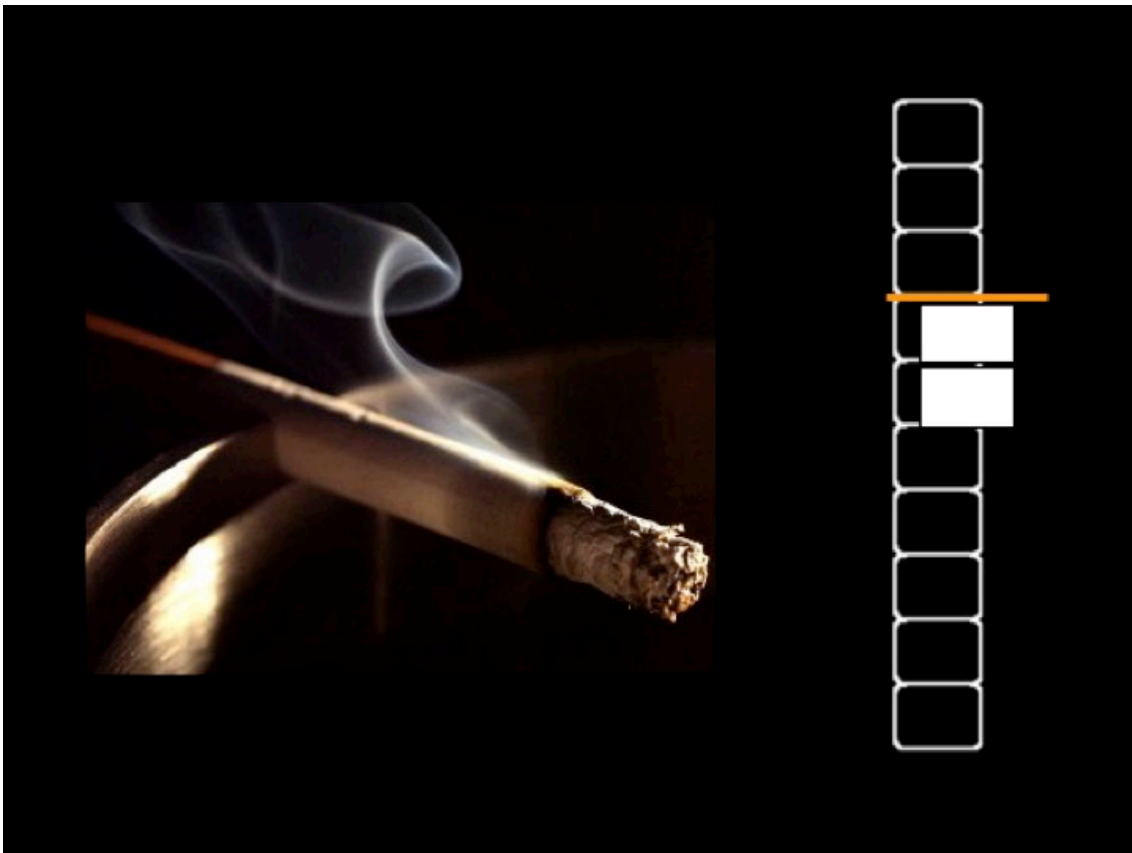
Beispielansicht für die Anzeige des neuronalen Feedbacks auf dem Bildschirm im MRT, während der Präsentation suchtassoziierter Bilder als Hinweisreize
